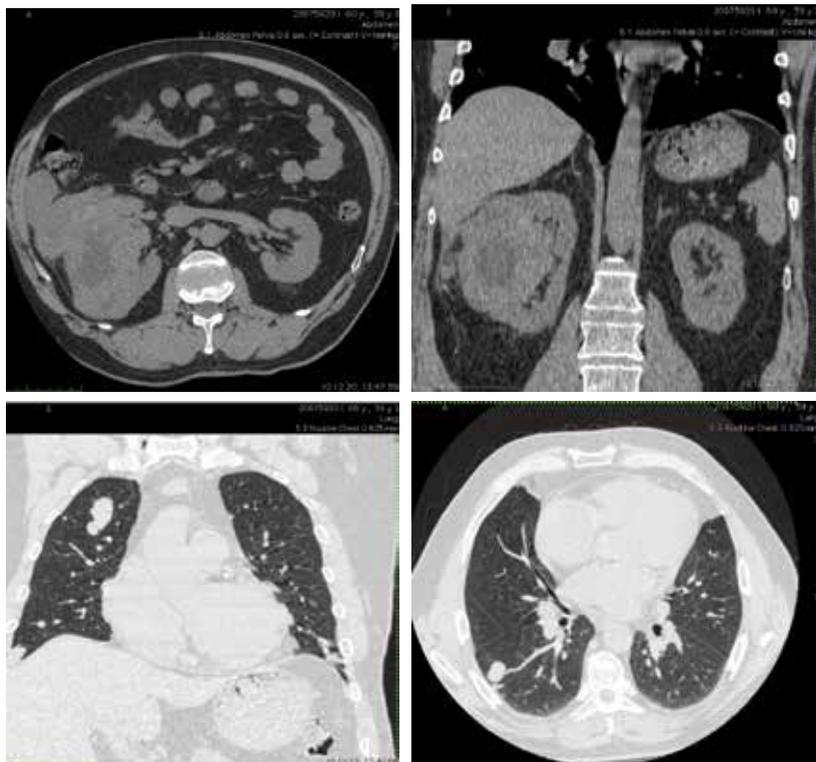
МСКТ органов брюшной полости от 10.12.2020. Опухоль правой почки
